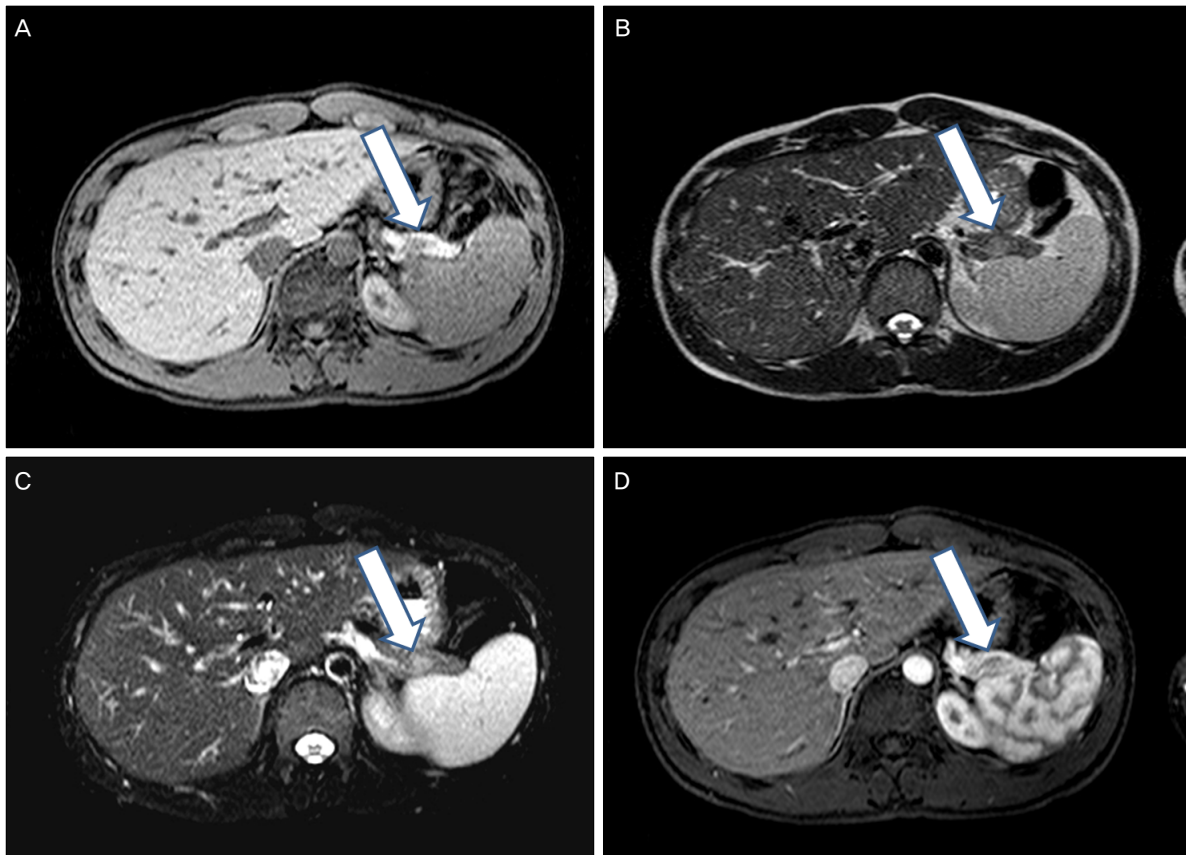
The patient's abdominal MRI scans revealing insulinoma in distal pancreas. Transverse abdominal MRI with oral and IV contrast medium was taken. In T1-weighted image, about 15-mm diameter, oval shaped hypointense mass (arrow) was shown in distal pancreas (A). The mass was Intermediate signal intensity in T2-weighted image (B, C) and poorly enhanced in contrast enhanced study (D).
